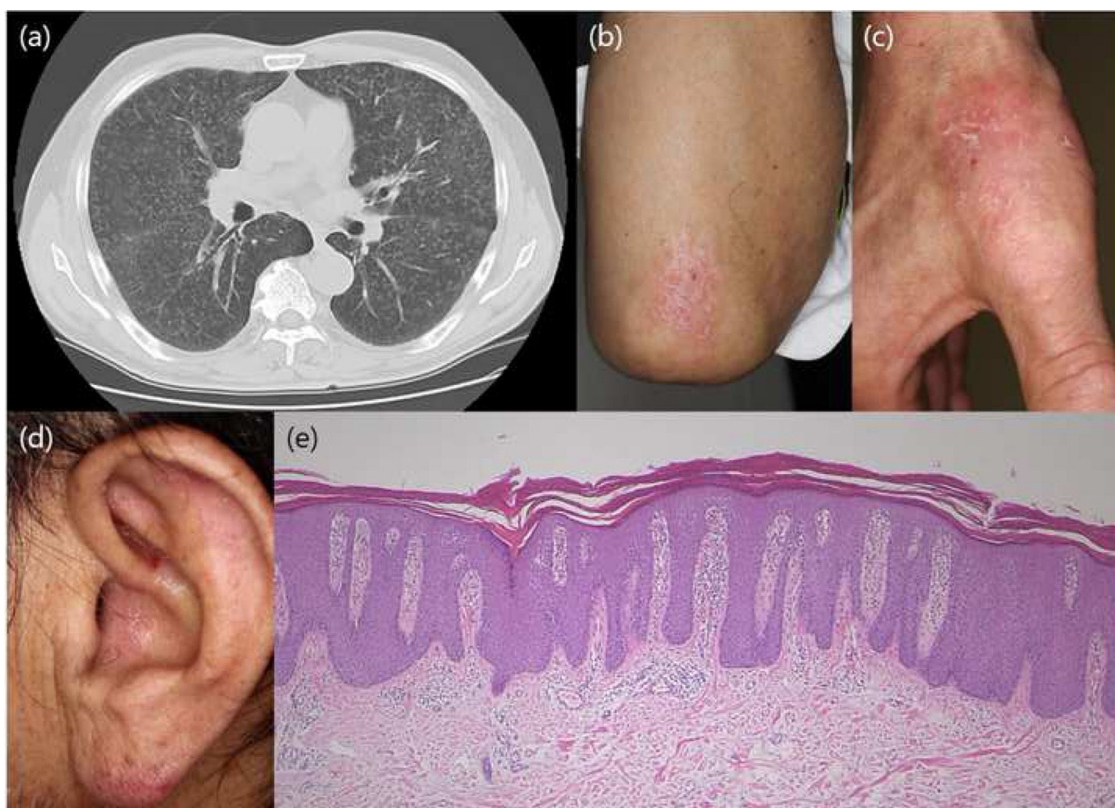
El examen por tomografía computarizada pulmonar reveló adenopatía.
